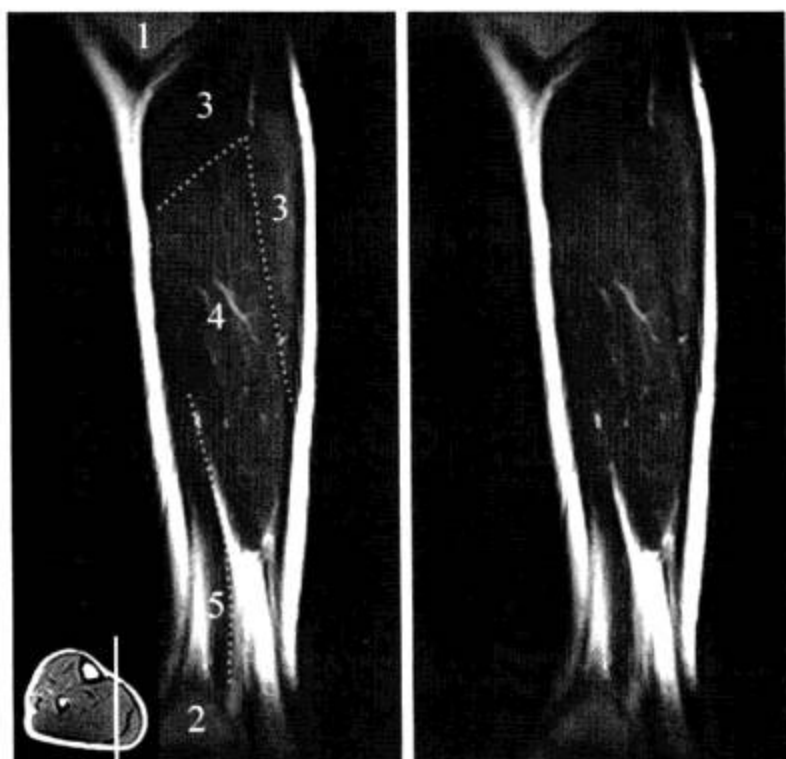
胫腓骨 MRI 矢状面 (T<sub>1</sub>WI)
